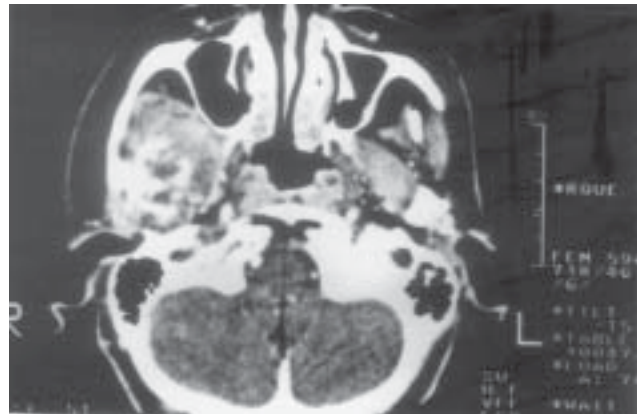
TC com invasão de conduto auditivo direito.
